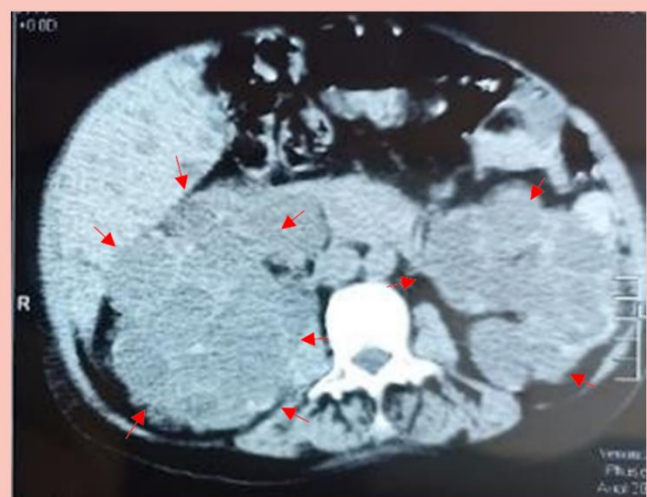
Tomografía de abdomen - axial, con presencia de quistes (masas hipodensas - flechas) en ambos riñones.
